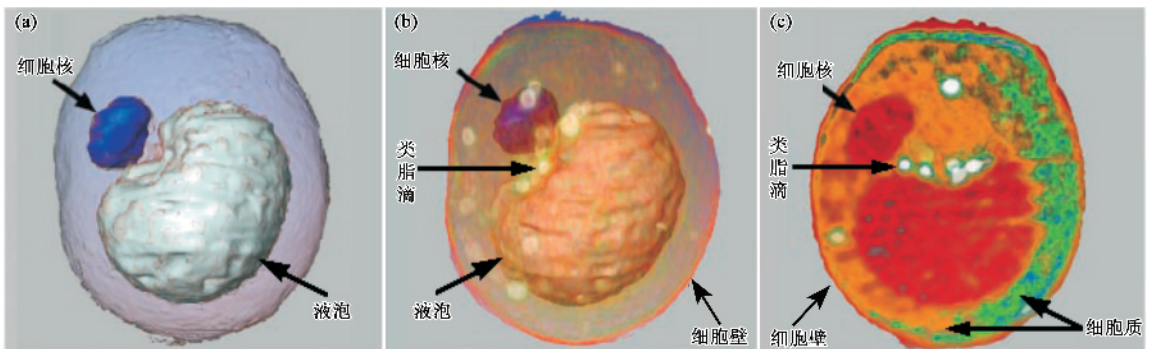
发酵的酵母细胞不但是基因、分子和生物化学分析的模型系统,而且还是蛋白新陈代谢研究的重要对象。酵母细胞直径 $5\mu\text{m}$,显微 CT 空间分辨率为 60 nm 。(a)细胞壁半透明的三维显示 (b)细胞壁透明的三维显示 (c)断层厚度为 $0.5\mu\text{m}$ 的断层像
